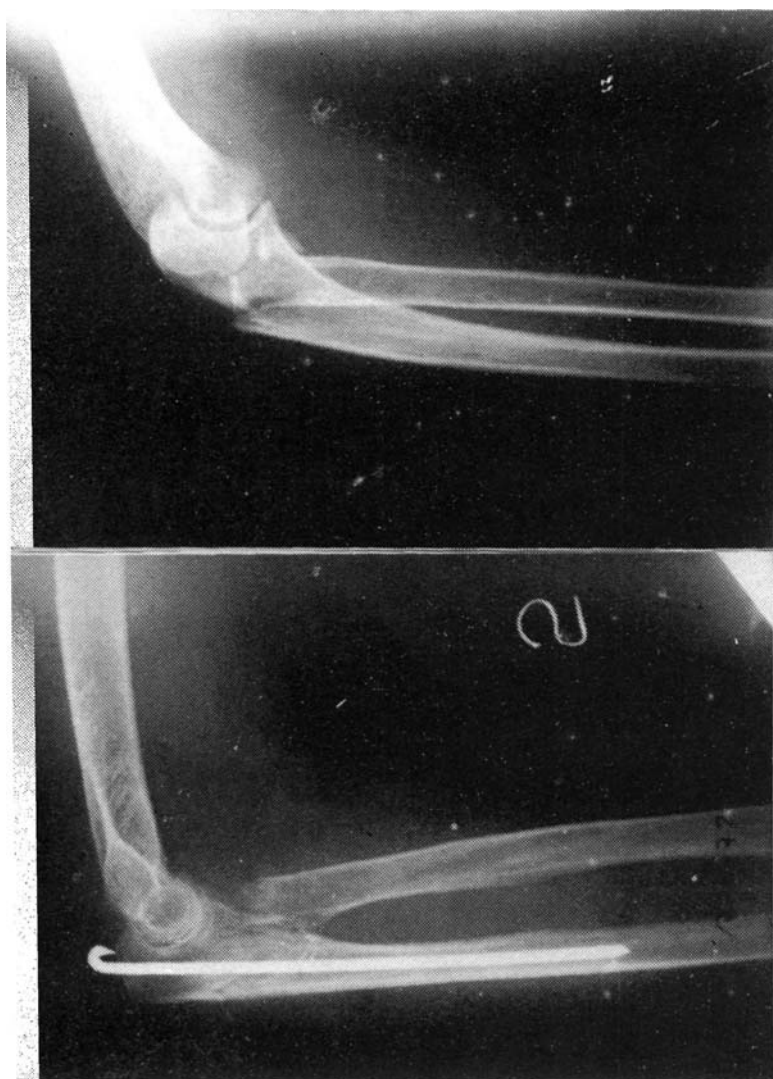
B. Radiografía inmediata al traumatismo. Proyección lateral. C. Radiografía postoperatoria.
